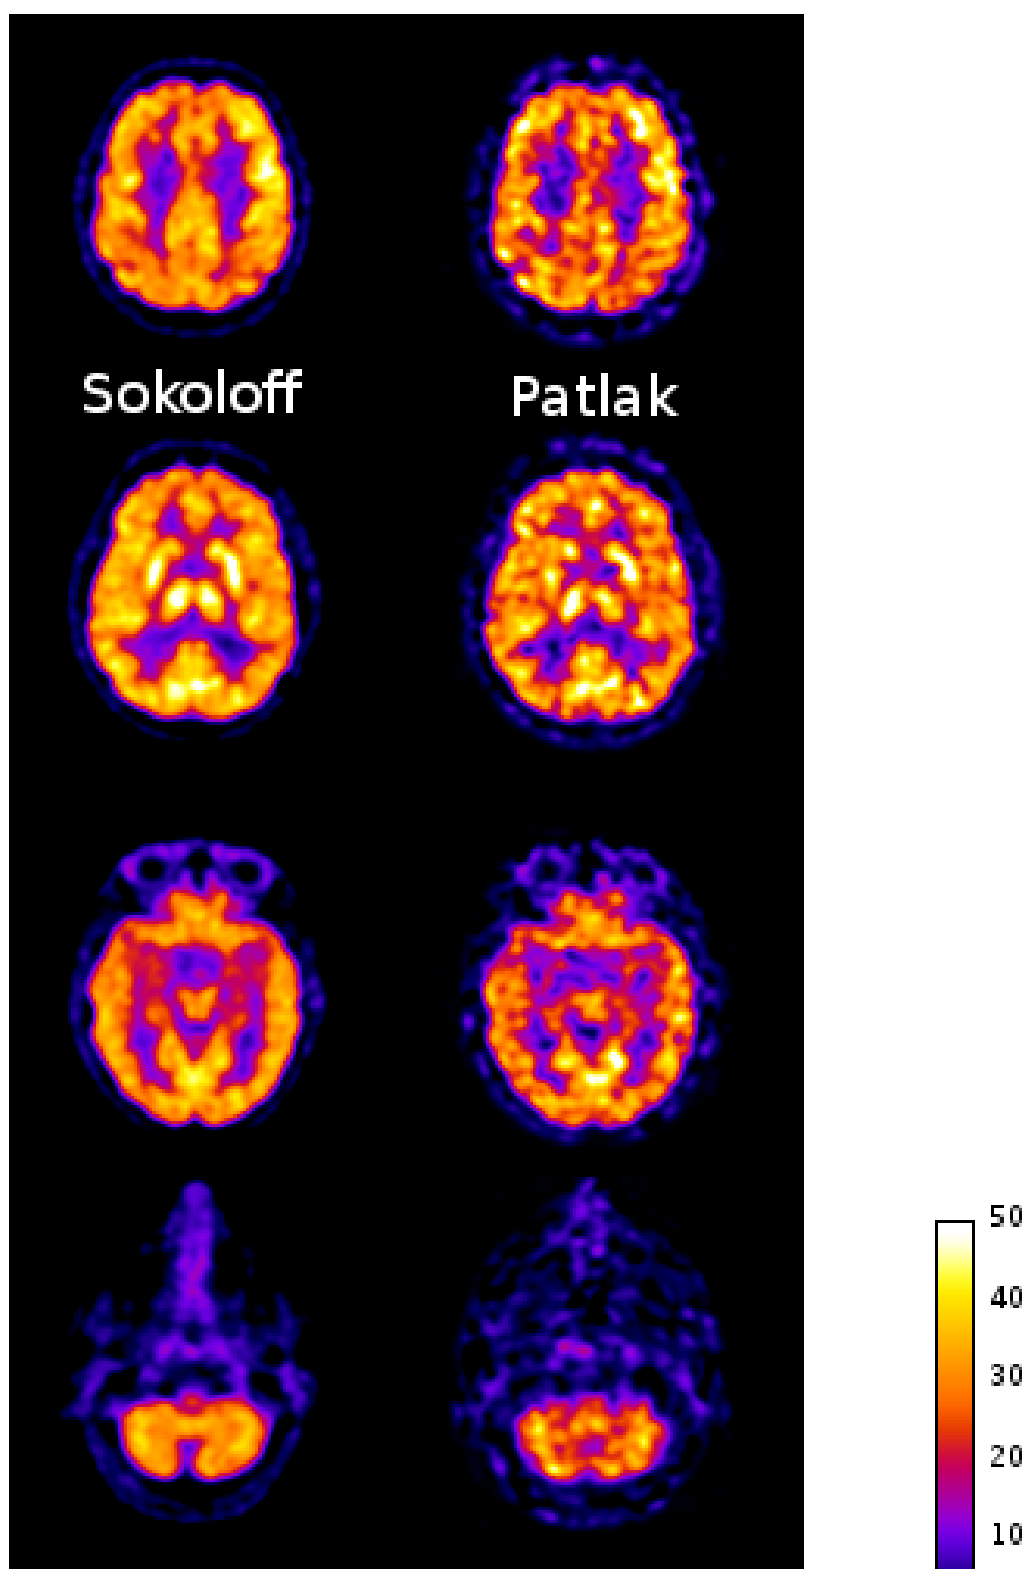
Mappe parametriche di CMRGlu ( $\mu\text{mol}/100\text{g}/\text{min}$ ) ottenute col metodo di Sokoloff (sinistra) e col metodo di Patlak (destra) su uno dei pazienti. La mappa riportata per il metodo di Sokoloff è stata ottenuta utilizzando il set di costanti REIV85-3 ( $k_4 = 0$ ) ed un unico frame PET di 20 min.
